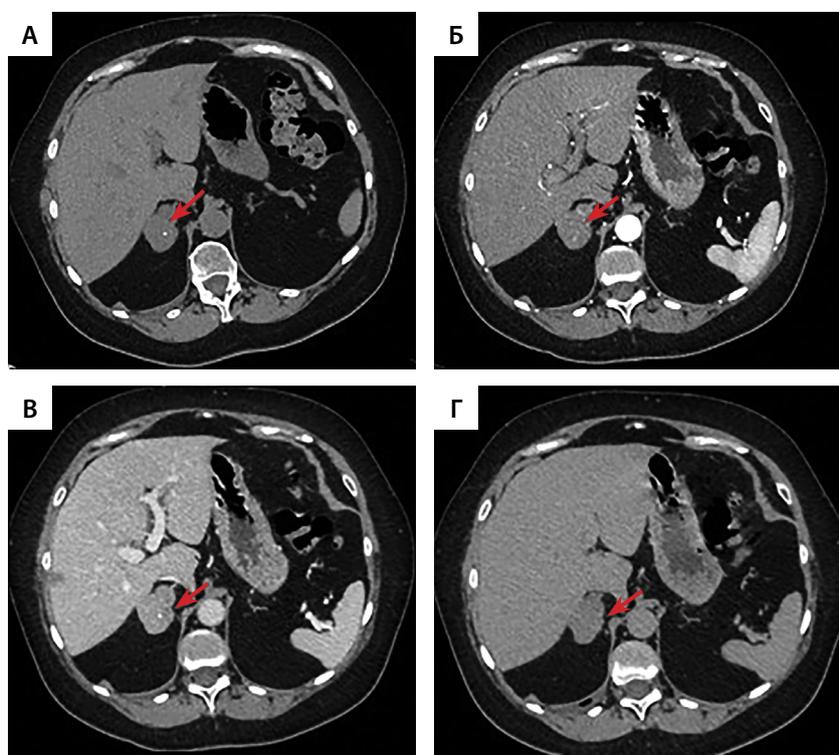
Мультиспиральная компьютерная томография образования правого надпочечника, аксиальная проекция: А — нативная фаза; Б — артериальная фаза; В — портальная фаза; Г — отсроченная фаза.
